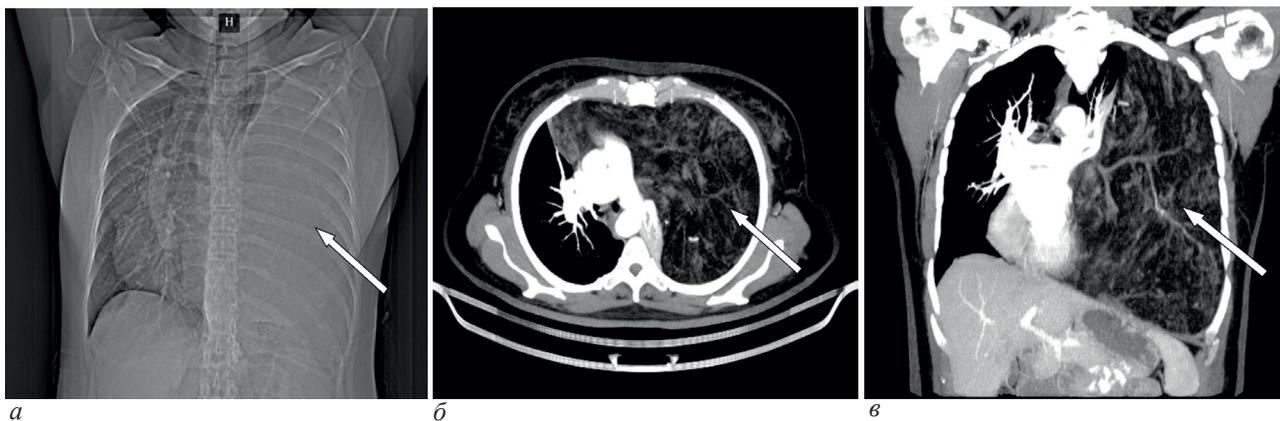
СКТ органов грудной клетки: а – топограмма, стрелкой указано образование левого гемиторакса, смещающее органы средостения вправо; б – аксиальный срез на уровне легочной артерии, стрелкой указано образование жировой плотности, исходящее из средостения, занимающее левый гемиторакс; в – мультипланарная реконструкция во фронтальной плоскости, стрелкой указано новообразование
